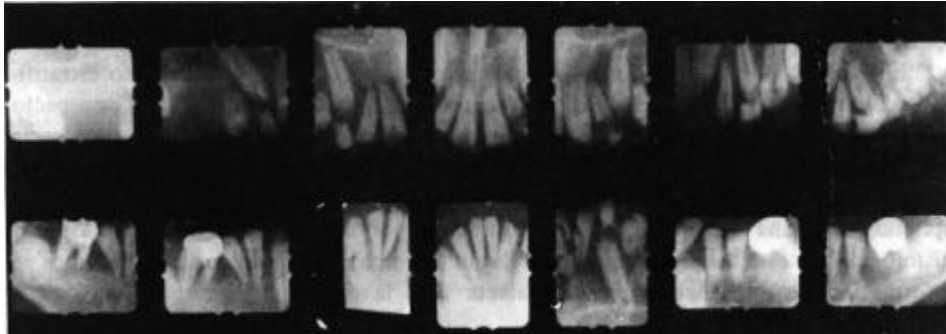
Radiografías periapicales donde se observa reabsorción ósea generalizada y retardo en la erupción dentaria.
